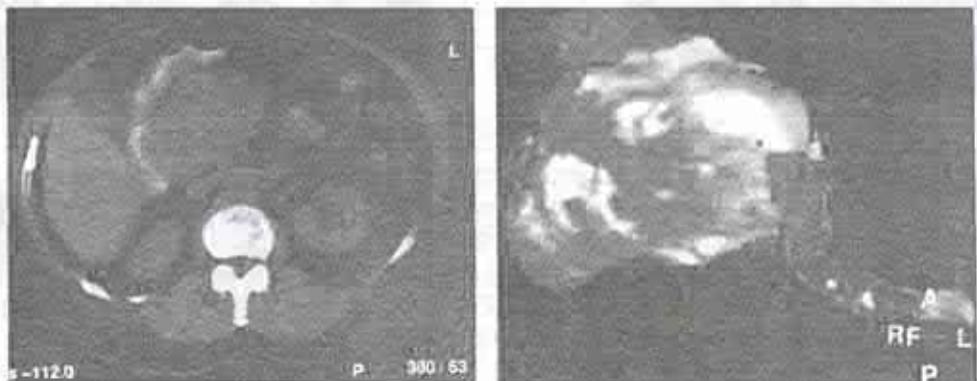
Poziția tumorii pancreatică cu organele adiacente. Tomografie 3D a tumorii cefalopancreatică.
